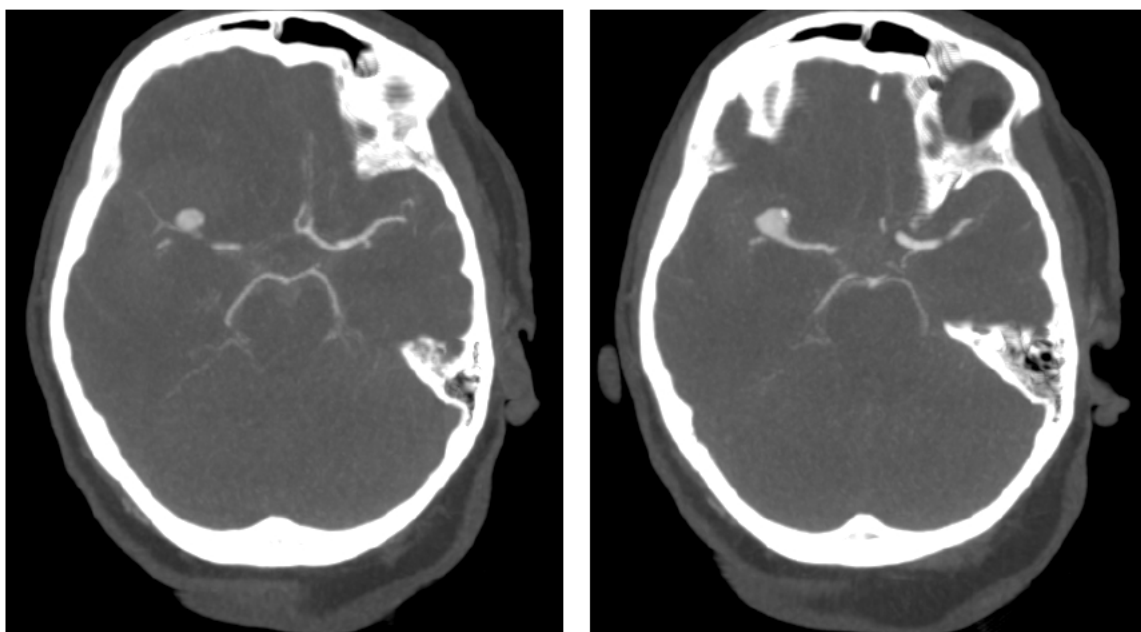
CT-Angiographie mit Darstellung eines Aneurysmas der Arteria cerebri media rechts
